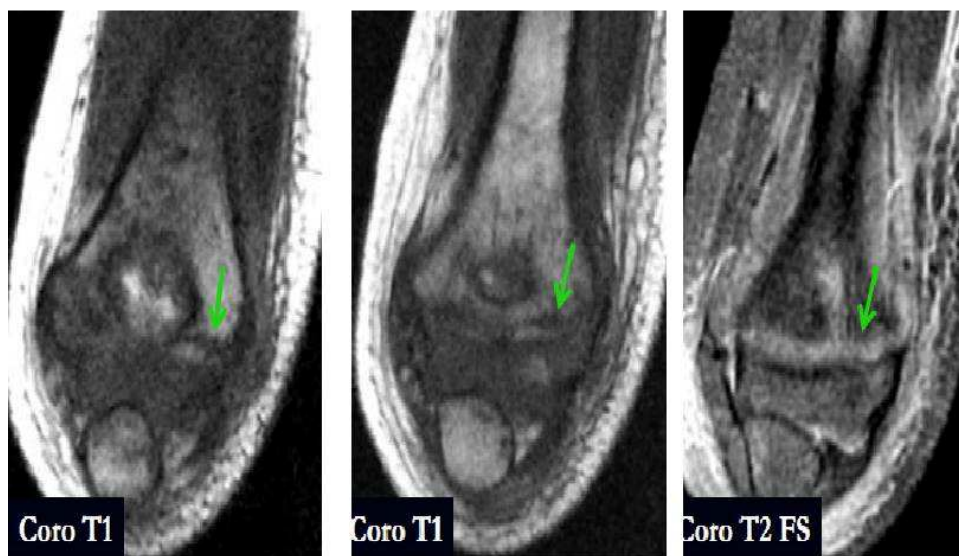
Coupe IRM montrant un trait presque horizontal exclusivement métaphysaire[56]
